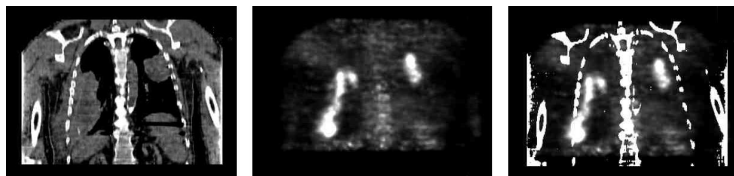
1) CT-Serie, 2) Niedrigdosis-CT-Serie mit Instrument, 3) flexibles Blending
